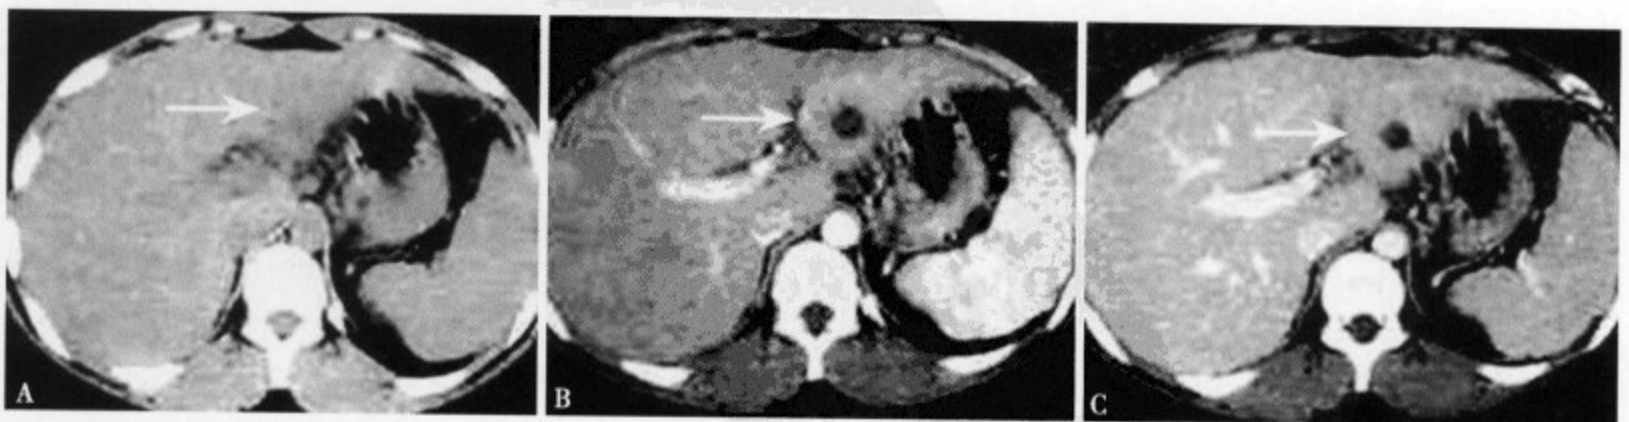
肝结核球：CT 平扫 (A) 显示肝左叶后缘小结节状密度灶，边缘不太清楚；增强 CT 动脉期 (B) 病灶不强化，呈边缘光整清楚的小圆形结节，周围肝实质轻度强化；静脉期 (C) 病灶边缘轻度环状强化，病灶内无强化
